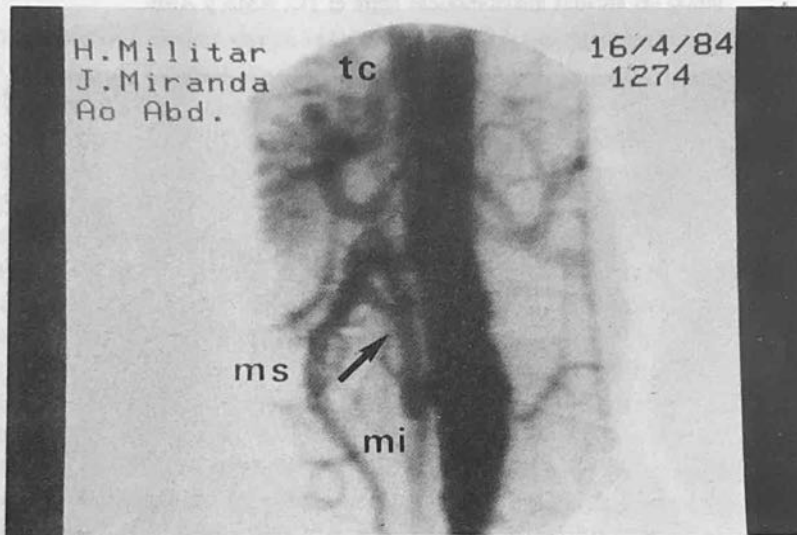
Aortografía lateral postoperatoria. Revascularización del TC, AMS y plastia de AMI.
